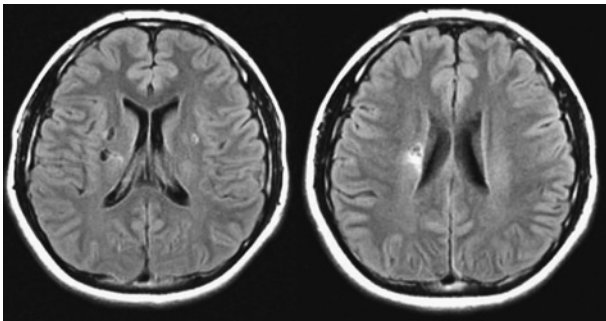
Brain MRI 1.5T (diffusion weighted image: DWI, fluid attenuated inversion recovery: FLAIR) on first visit, showed lacuna old infarctions at right corona radiata and basal ganglia
